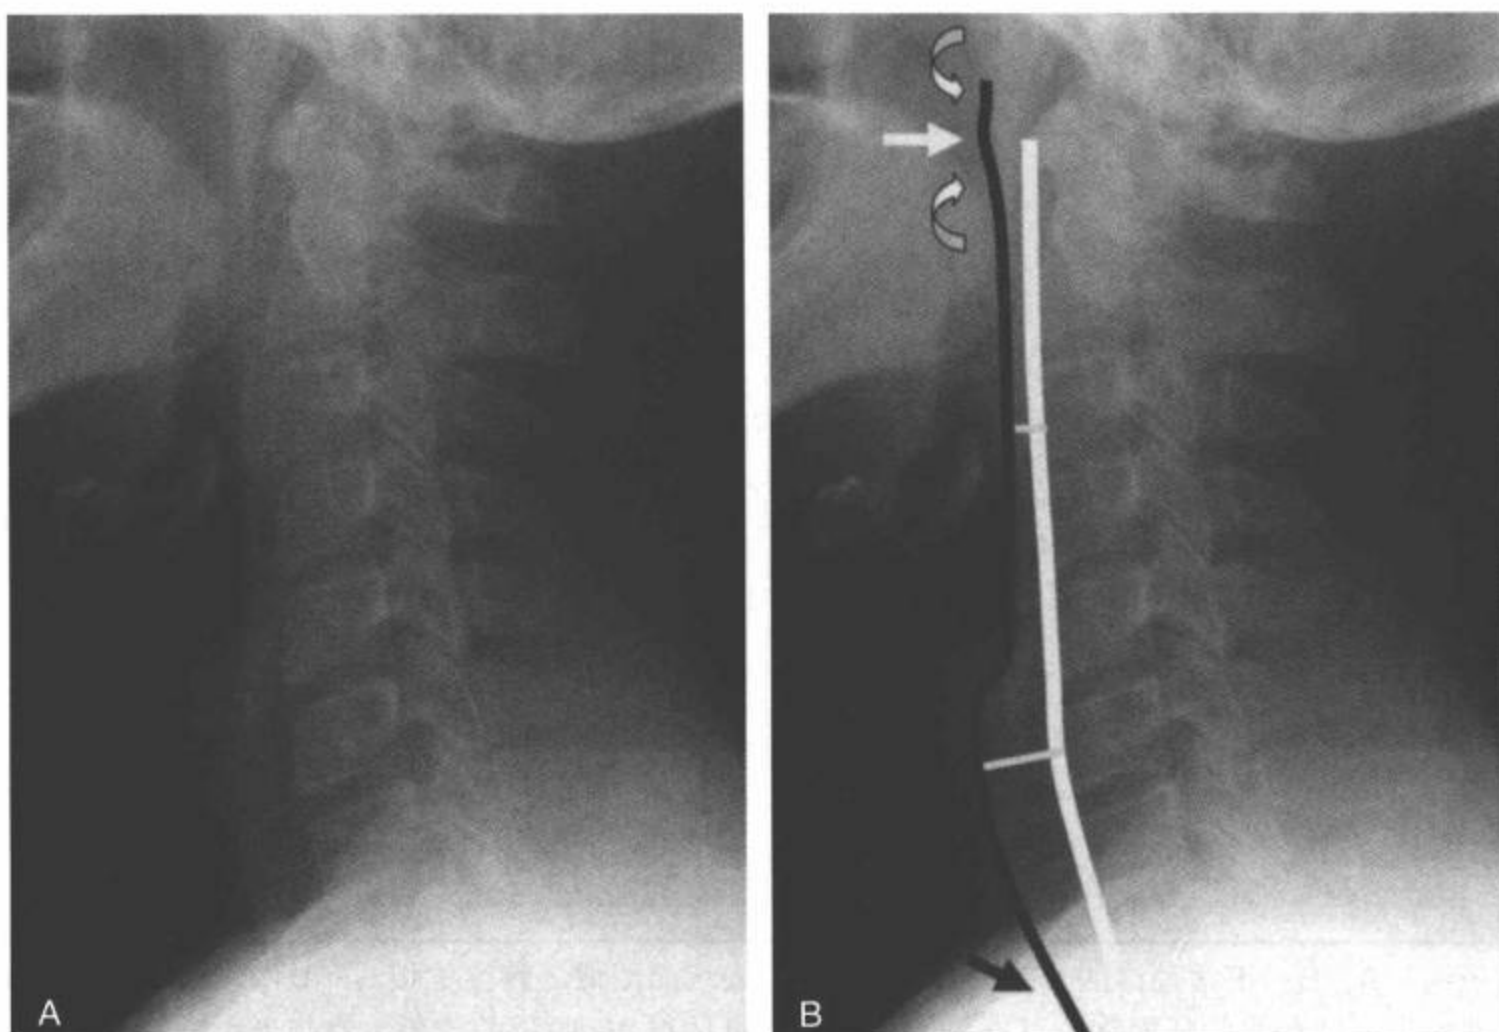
正常椎前软组织。正常侧位平片 (A, B)。正常的椎前软组织厚度 (白线, C3 < 7mm 和 C6 < 20mm) 和轮廓 (黑线)。注意 C1 前结节前方轻度凸出的膨隆 (白箭) 和结节头尾两侧的凹度 (弯箭)。正常颈胸水平软组织影的轮廓 (黑箭) 与下颈椎和上胸椎椎体前部皮质形成的弓形接近平行。
